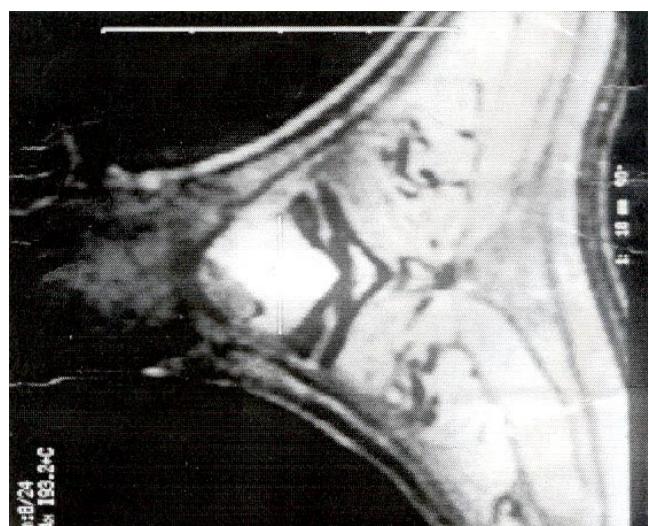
RM corte transversal: tuberculoma intramedular con compresión medular.
